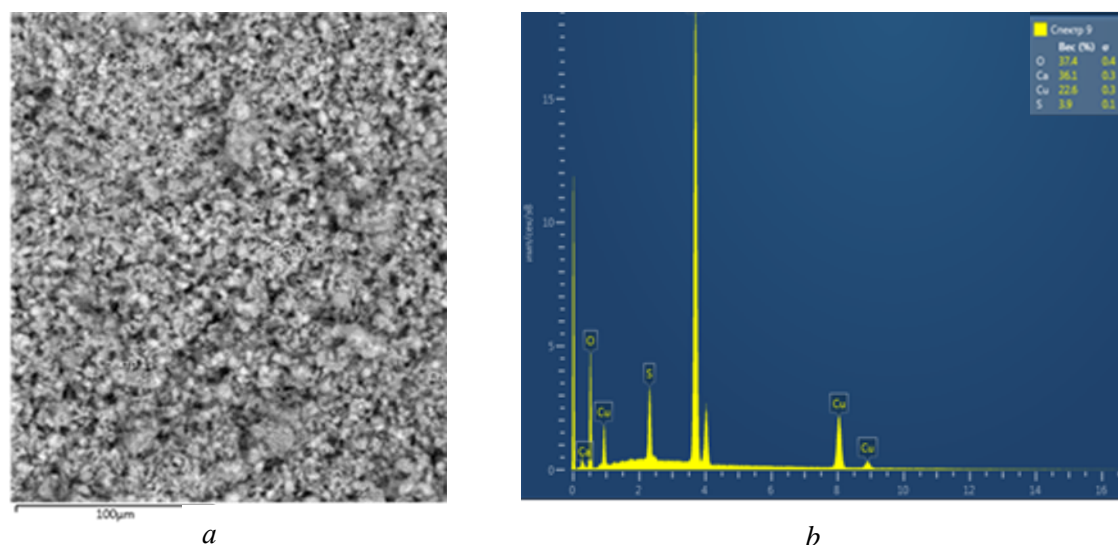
Результаты сканирующей электронной микроскопии (a) и рентгенофлуоресцентного элементного анализа (b) при проведении надканального депофореза препарата «Купрал».
